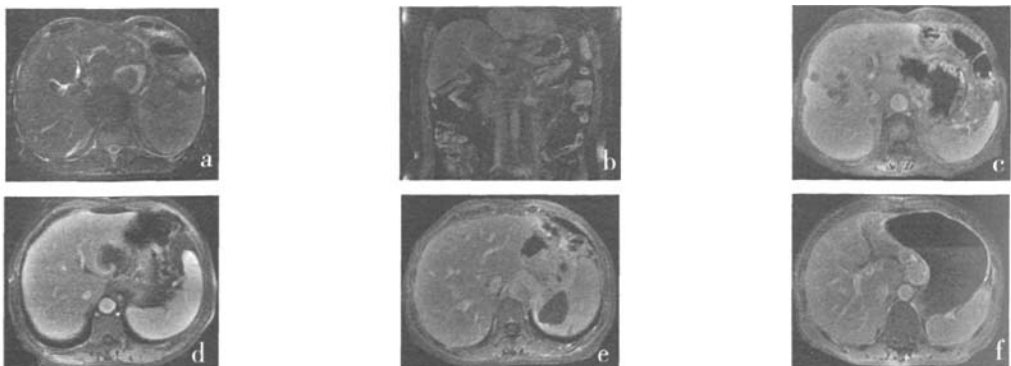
胃癌术后复发 MRI 图 图中, 2a: MR T2 加权像示残胃吻合口见金属夹伪影, 残胃腔变形, 内见充盈缺损; 2b: 残胃吻合口壁增厚, 厚度 >8 mm, 邻近胃壁厚度 >5 mm; 2c: 残胃壁弥漫性增厚, 厚度 >8 mm, 残胃内壁凹凸不平, 外壁浆膜面毛糙, 与周围组织分界模糊不清, 肝脏见多个转移灶, 环状强化, 类似“牛眼征”; 2d: MR 增强扫描示残胃吻合口与肝脏间巨大软组织肿块, 中心缺血坏死; 2e: 残胃吻合口后壁见巨大软组织肿块, 向后侵及脾门区, 与周围组织分界不清; 2f: 残胃与肝脏间见多个肿大淋巴结, 相互融合成团, 增强呈轻度不均匀强化。
